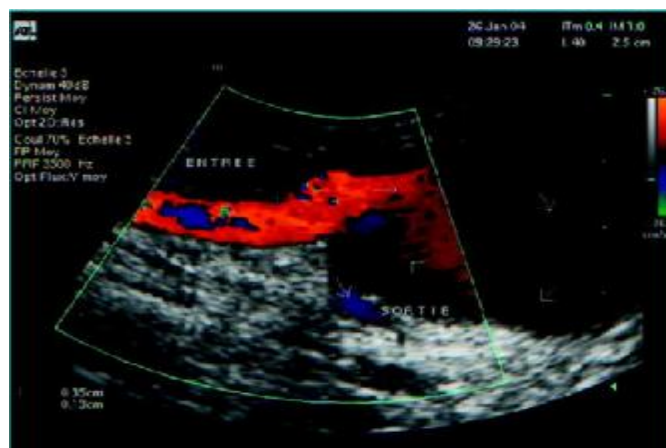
Visualisation du flux sanguin dans l'anévrisme par échographie-Doppler couleur (35)
